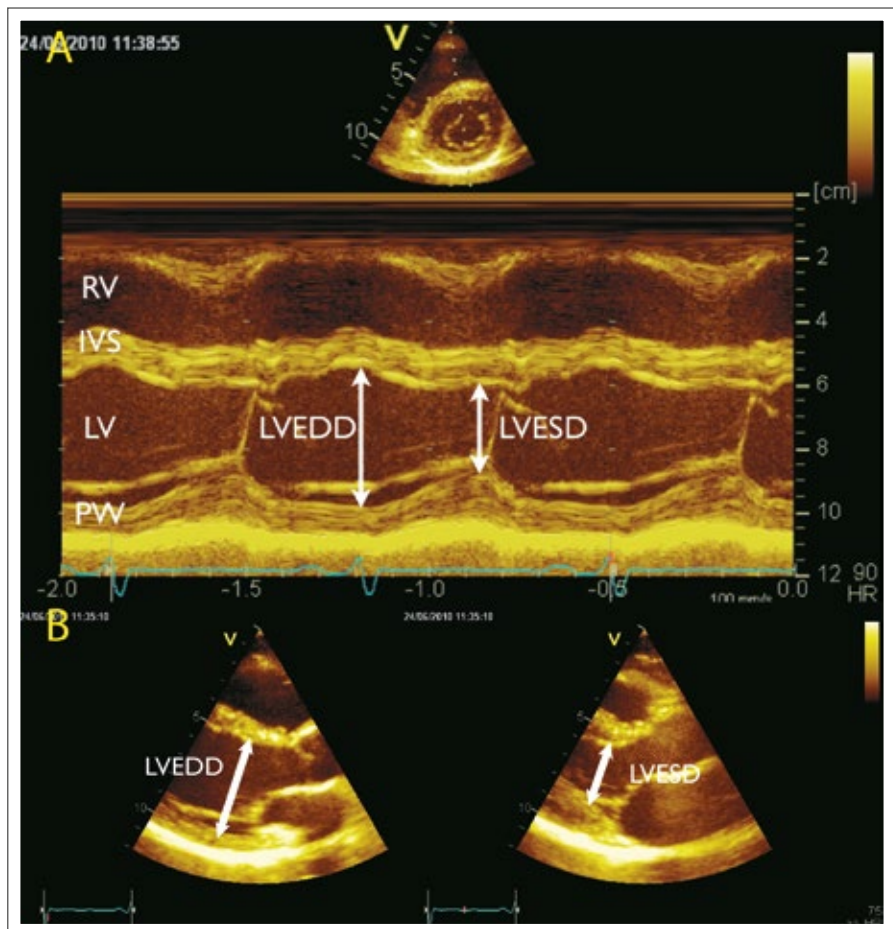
Messung der enddiastolischen und endsystolischen Diameter des linken Ventrikels aus dem M-Mode (A) und B-Bild (B). Der M-Mode kann aus dem parasternalen Längs- oder Querschnitt generiert werden.
